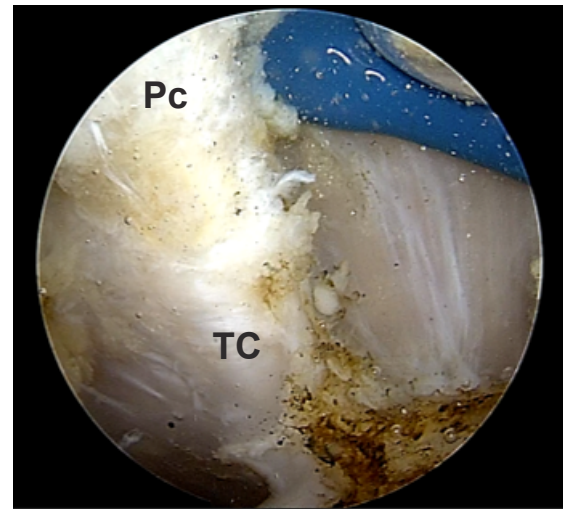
Identificación y disección del tendón del conjunto. Pc Punta coracoides TC Tendón conjunto
